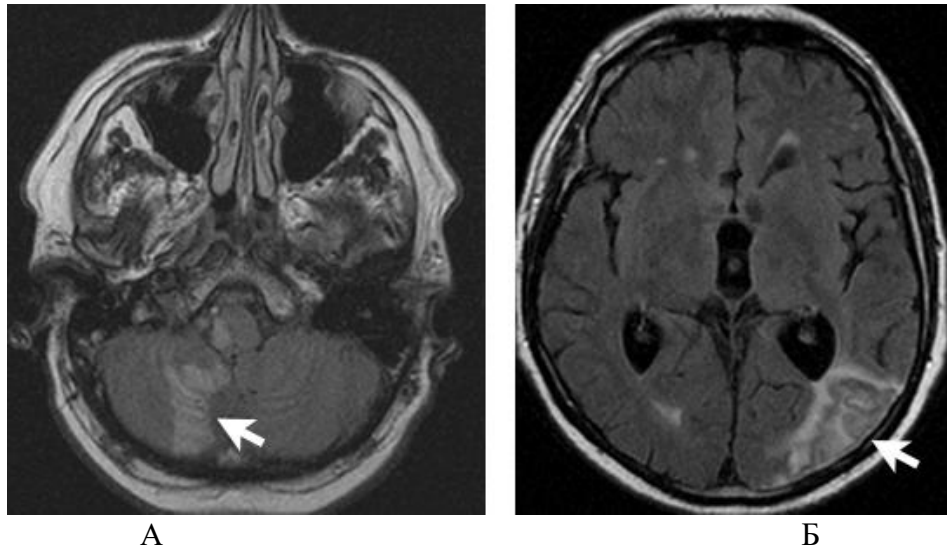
Результаты МРТ головного мозга (режим FLAIR) у пациента М. с АТИ в ВББ (А), № а/к 846/08, и пациентки О. с АТИ в левой ЗМА (Б) (стрелкой указан очаг инсульта, № а/к 541/06)
